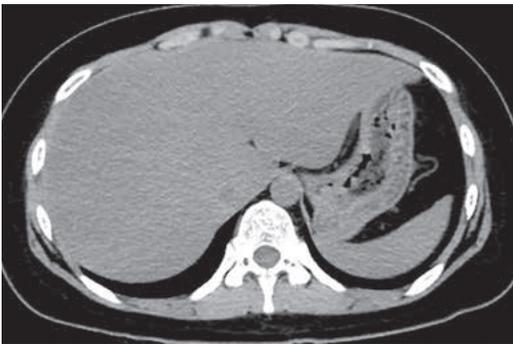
腹部単純CT：肝臓において脂肪沈着が目立つ。脂肪肝の所見と考えられる。
